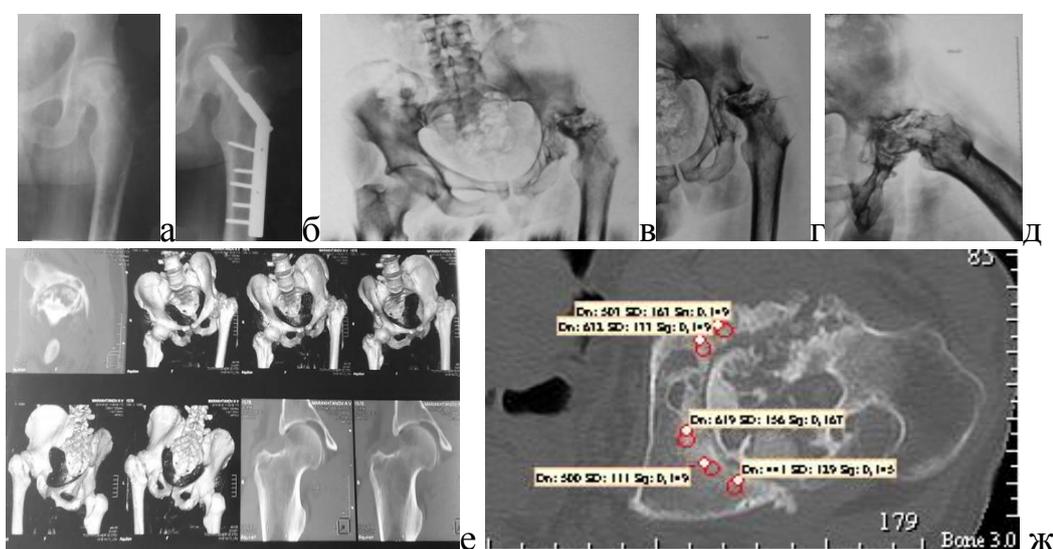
♂, 45 лет. Диагноз: посттравматический остеоартроз левого тазобедренного сустава 3ст., НФС 3ст.; асептический некроз головки левого бедра; состояние после остеосинтеза левого бедра (2011 г); интраартикулярная миграция динамического бедренного винта; смешанная контрактура левого тазобедренного сустава; укорочение левой нижней конечности на 9,5 см.: а - исходная рентгенограмма; б – рентгенограмма после остеосинтеза; в,г,д – рентгенограммы после удаления металлоконструкции; е – компьютерная томограмма; ж - Оценка плотности костной ткани по шкале Хаунсфилда.
